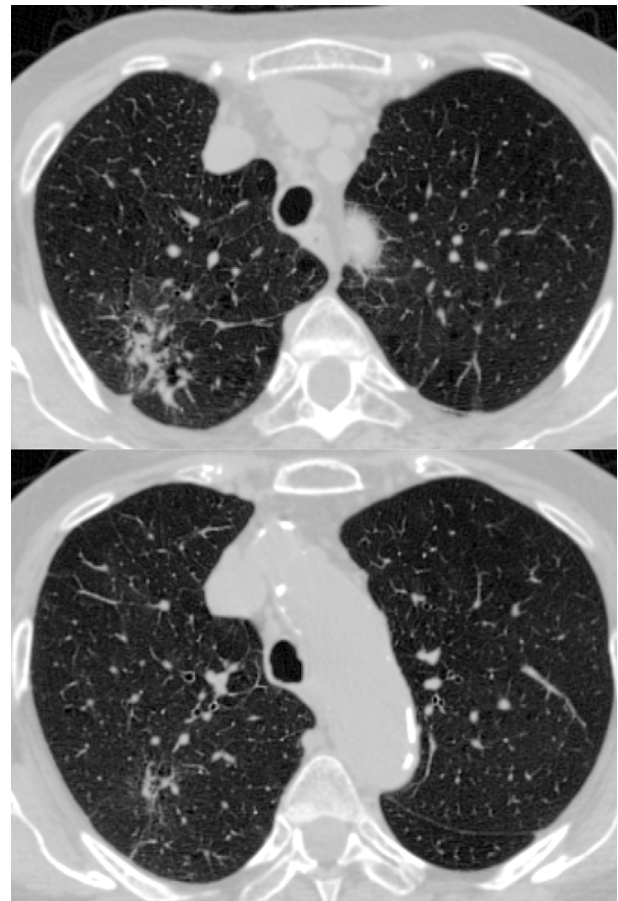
Chest computed tomography at 2 weeks after the initiation of osimertinib treatment showed tumor regression.
